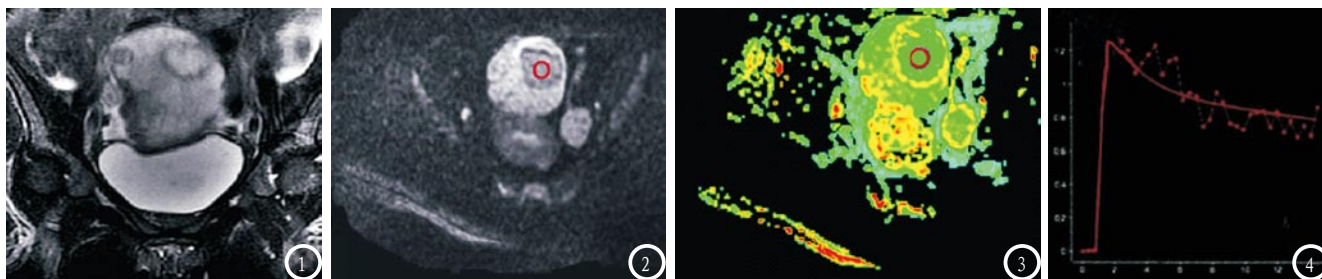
均为同一患者检查图像。图1 为MRI平扫图像；图2、图3为DWI及其对应的ADC图像；图4为DCE-MRI的TIC图像。
